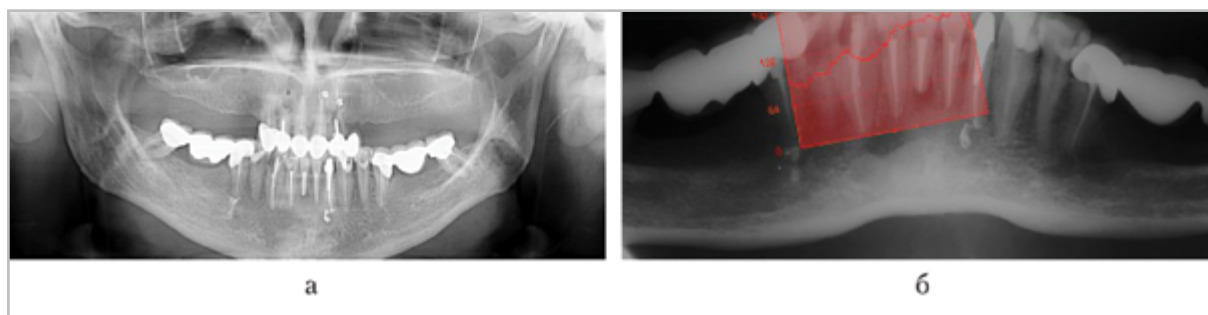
Контрольные рентгенограммы пациента Ц. через 12 мес после цистэктомии с использованием КПМ Calcigen Oral и ДКТ: *а* — ортопантомограмма: определяется полное восстановление костной ткани в области дефекта на уровне зубов 4.3, 4.2; *б* — панорамная микрофокусная рентгенограмма нижней челюсти с построением гистограммы на уровне оперативного вмешательства
